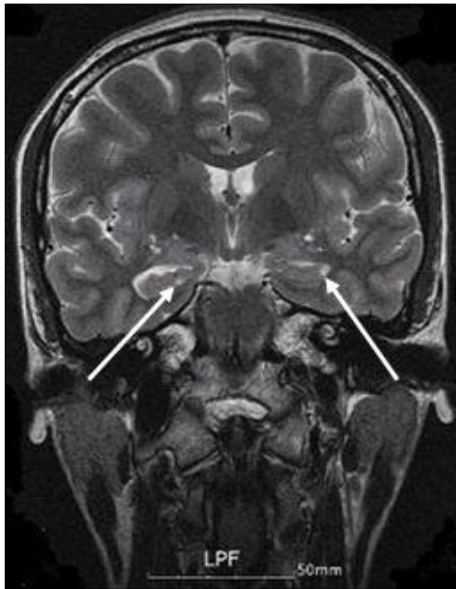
Coronal T2-weighted image of 3-Tesla MRI shows slight changes of signal intensities at the head of both hippocampi.
